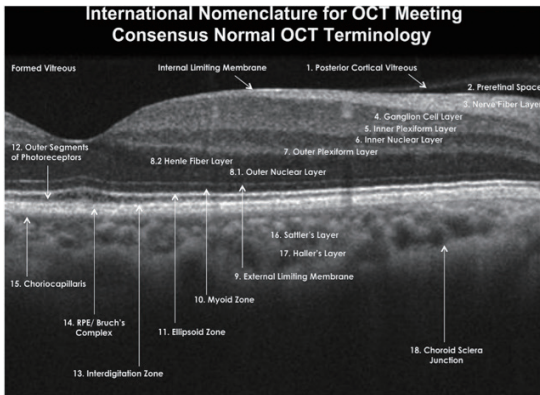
International Nomenclature for Optical Coherence Tomography panel 에 의해 채택된 정상 망막 OCT 영상의 주요 해부학적 구조 및 명명법⁴.
